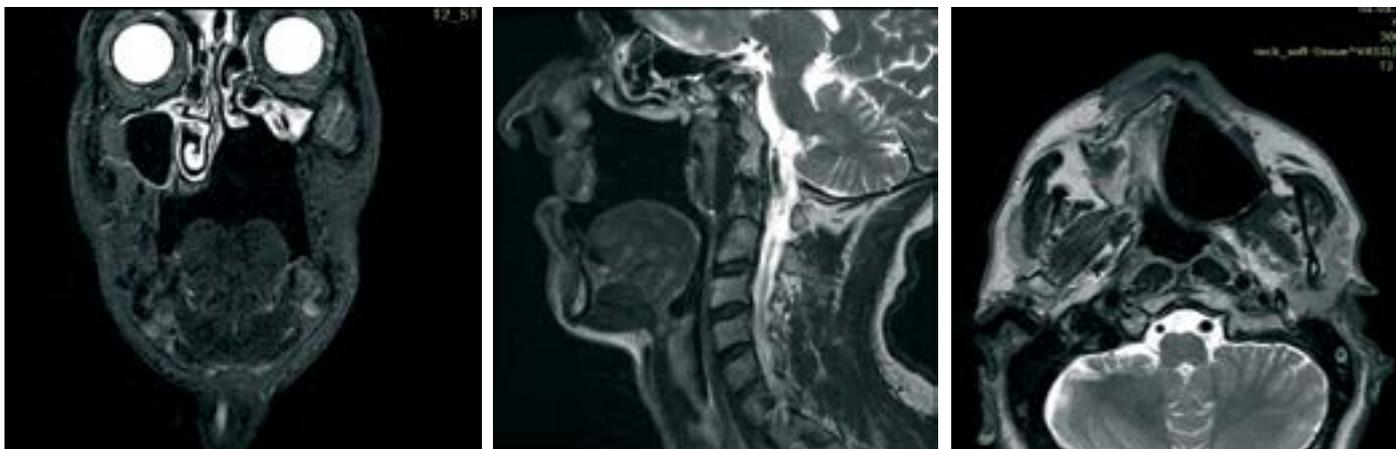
Стандартный протокол подготовки пациента. МРТ черепа.
